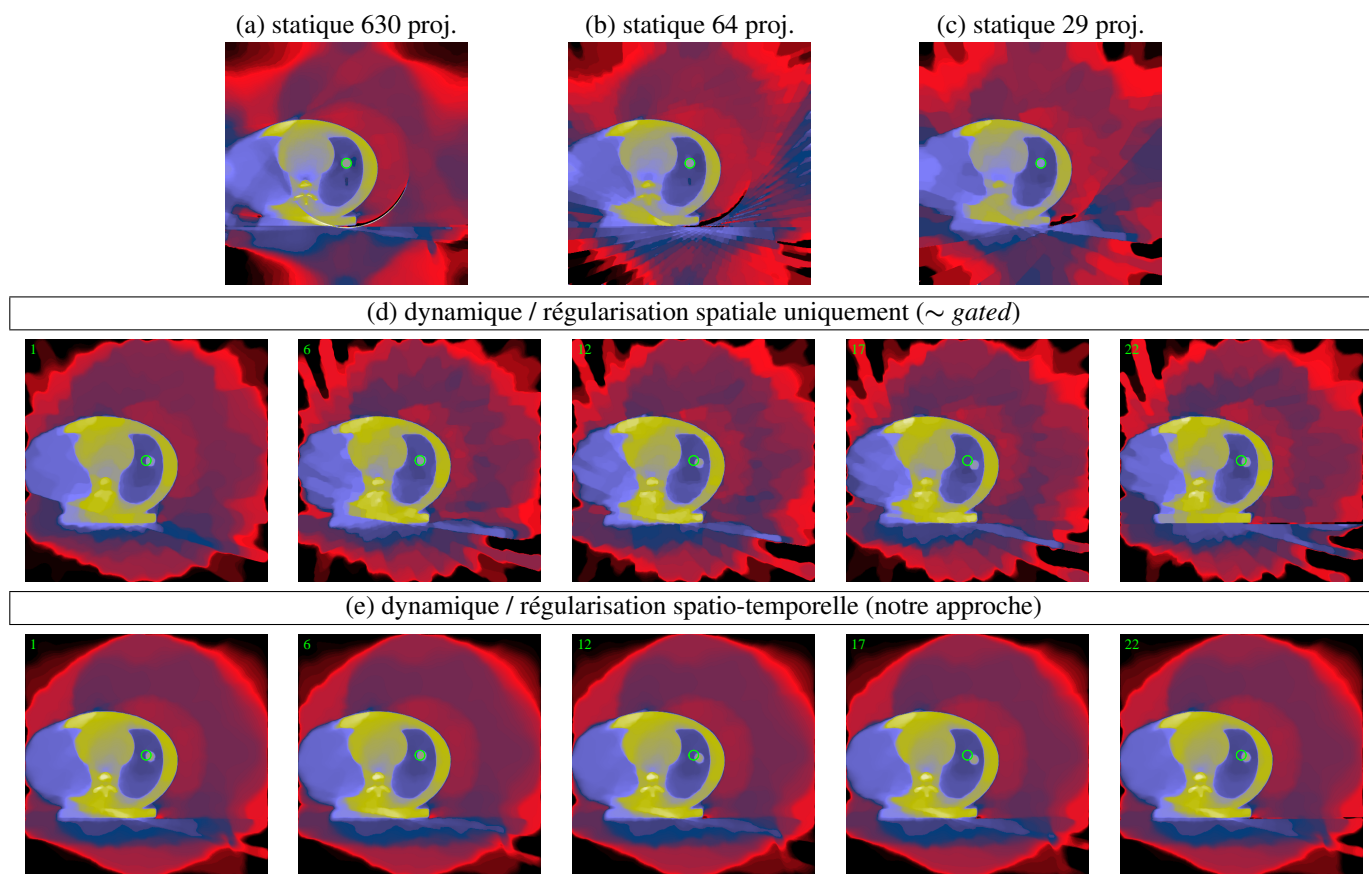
Reconstructions 2-D+t (d,e) 500×500 (voxel $1 \times 1\text{mm}^2$) avec 22 tranches temporelles de la coupe médiane d’un fantôme dynamique mécanique de thorax, acquises au Centre Léon Bérard, à Lyon, sur un scanner *Elekta Synergy cone-beam CT*. Dans l’un des “poumons”, l’insert sphérique est animé d’un mouvement de translation circulaire périodique sinusoïdal dans le plan transversal central, de période 4 secondes. 630 projections sur 360° ont été acquises sur 120 secondes. L’objet est tronqué par le détecteur. (d) Reconstruction régularisée uniquement spatialement. (e) Reconstruction régularisée par la variation totale spatio-temporelle. On visualise les tranches n° 1, n° 6, n° 12, n° 17 et n° 22 de chaque reconstruction. La position de référence de l’insert, lorsqu’il est inanimé, est identifiée sur chaque tranche par un disque de couleur verte. Les reconstructions de l’objet statique — insert immobile — ont été effectuées pour comparaison, à partir de (a) 630, (b) 64 et (c) 29 projections.
